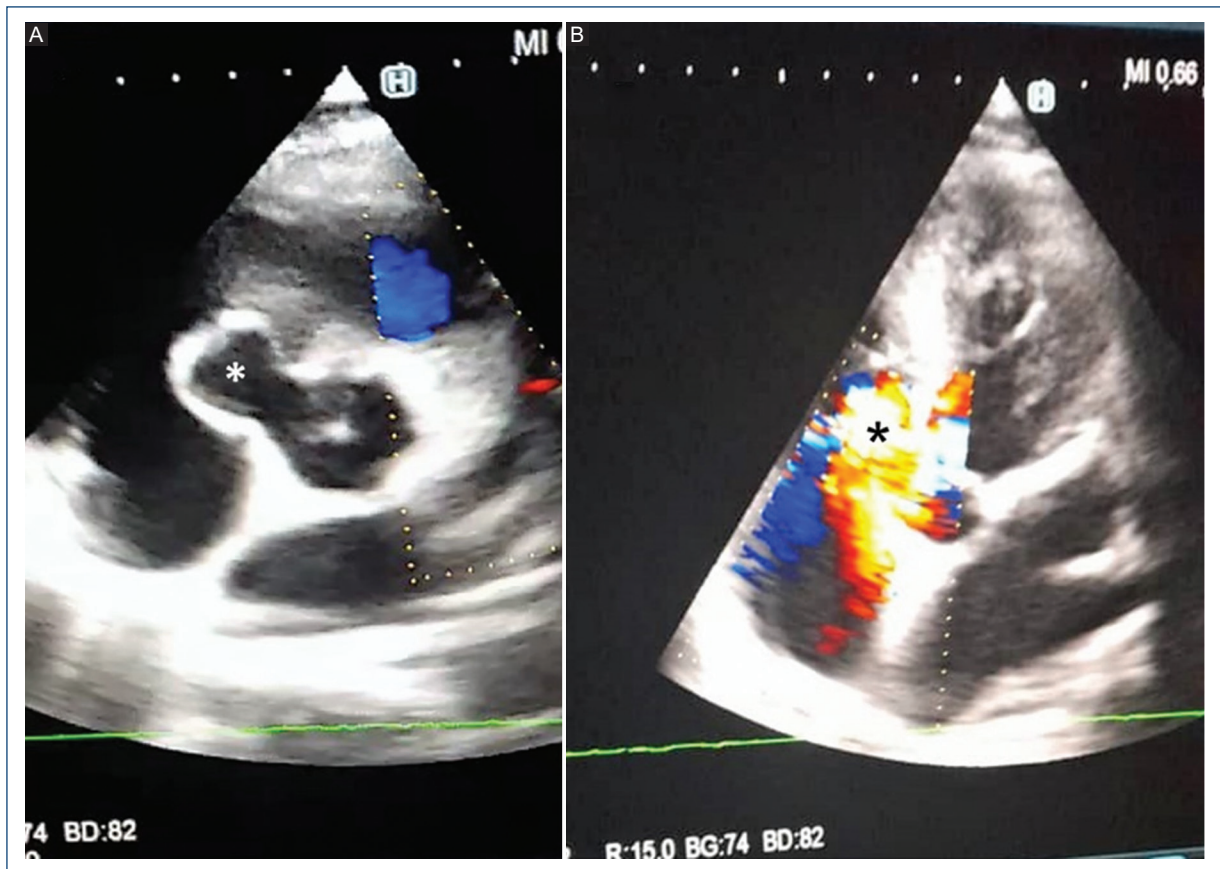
Ecocardiografía transtorácica en vistas paraesternal en el eje corto (A) y apical (B), en las que se observa el aneurisma del seno de Valsalva no coronario (asterisco).
